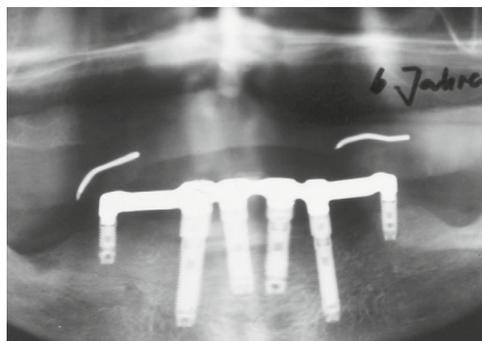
Erneute Röntgenaufnahme nach 6 Jahren - BetaBASE MP nicht mehr zu sehen.
